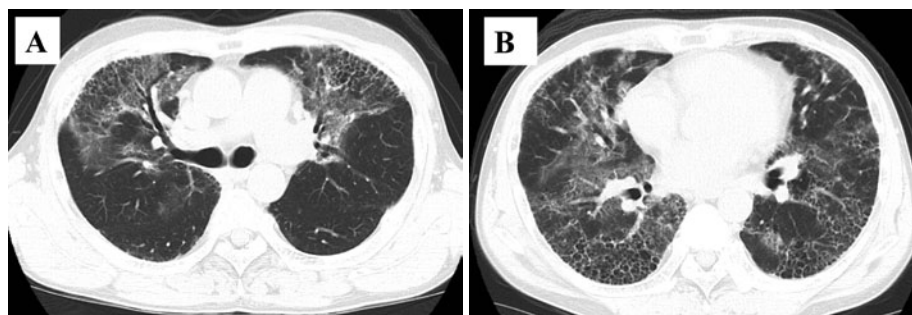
入院後胸部CT所見 (2011年12月12日). (A, B) 両肺に多数の斑状のすりガラス状陰影が出現している. 下肺野では既存のすりガラス状陰影の一部がdenseになっており, 陰影全体が増強している.
